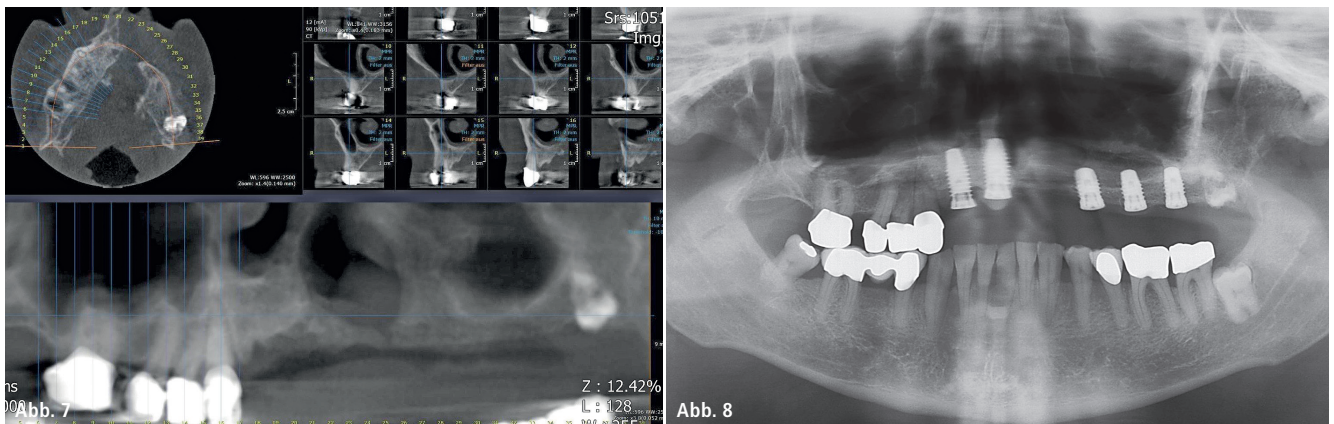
DVT des Oberkiefers mit durchgehendem knöchernen Kieferspalt Regio 22/23 nach fehlgeschlagener Kieferspalt-Osteoplastik, Alveolarfortsatzatrophie im Seitenzahnbereich links. – Abb. 8: Orthopantomogramm nach Kieferspaltosteoplastik Regio 22/23 mit durchgehender Verknöcherung des ehemaligen Kieferspalt, Sinusliftoperation links und Insertion von Implantaten bei 11, 12, 23, 25 und 26.
